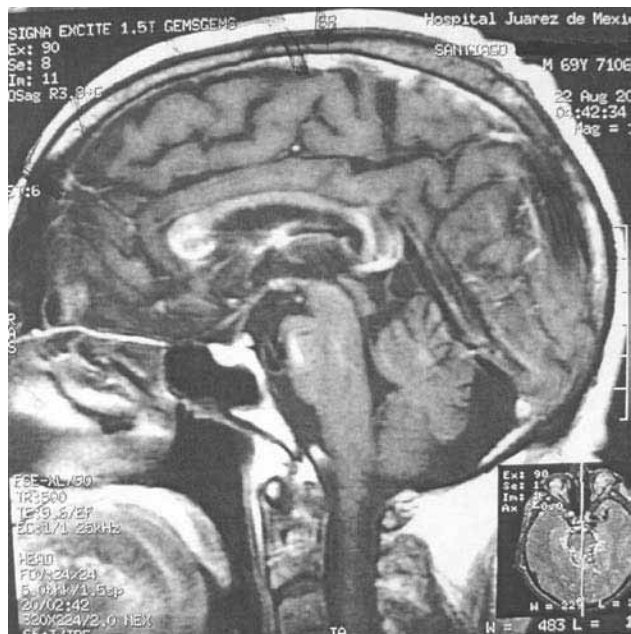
Resonancia magnética sagital con gadolinio: T1WI (TR = 450ms/TE = 7.7ms, mag= 1.5): se observa hiperintensidad en rodilla cuerpo caloso y puente.
